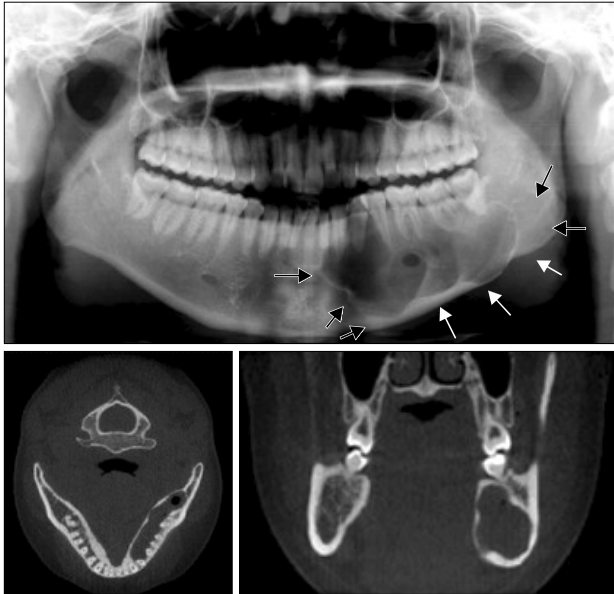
Preoperative panorama & CT view. The preoperative orthopantomogram showing the epidermoid cyst in the jaw: the radiolucent lesion appeared in the left mandibular body area (arrow). The axial and coronal section of CT depicting the lingual bone expansion and cortex thinning.
